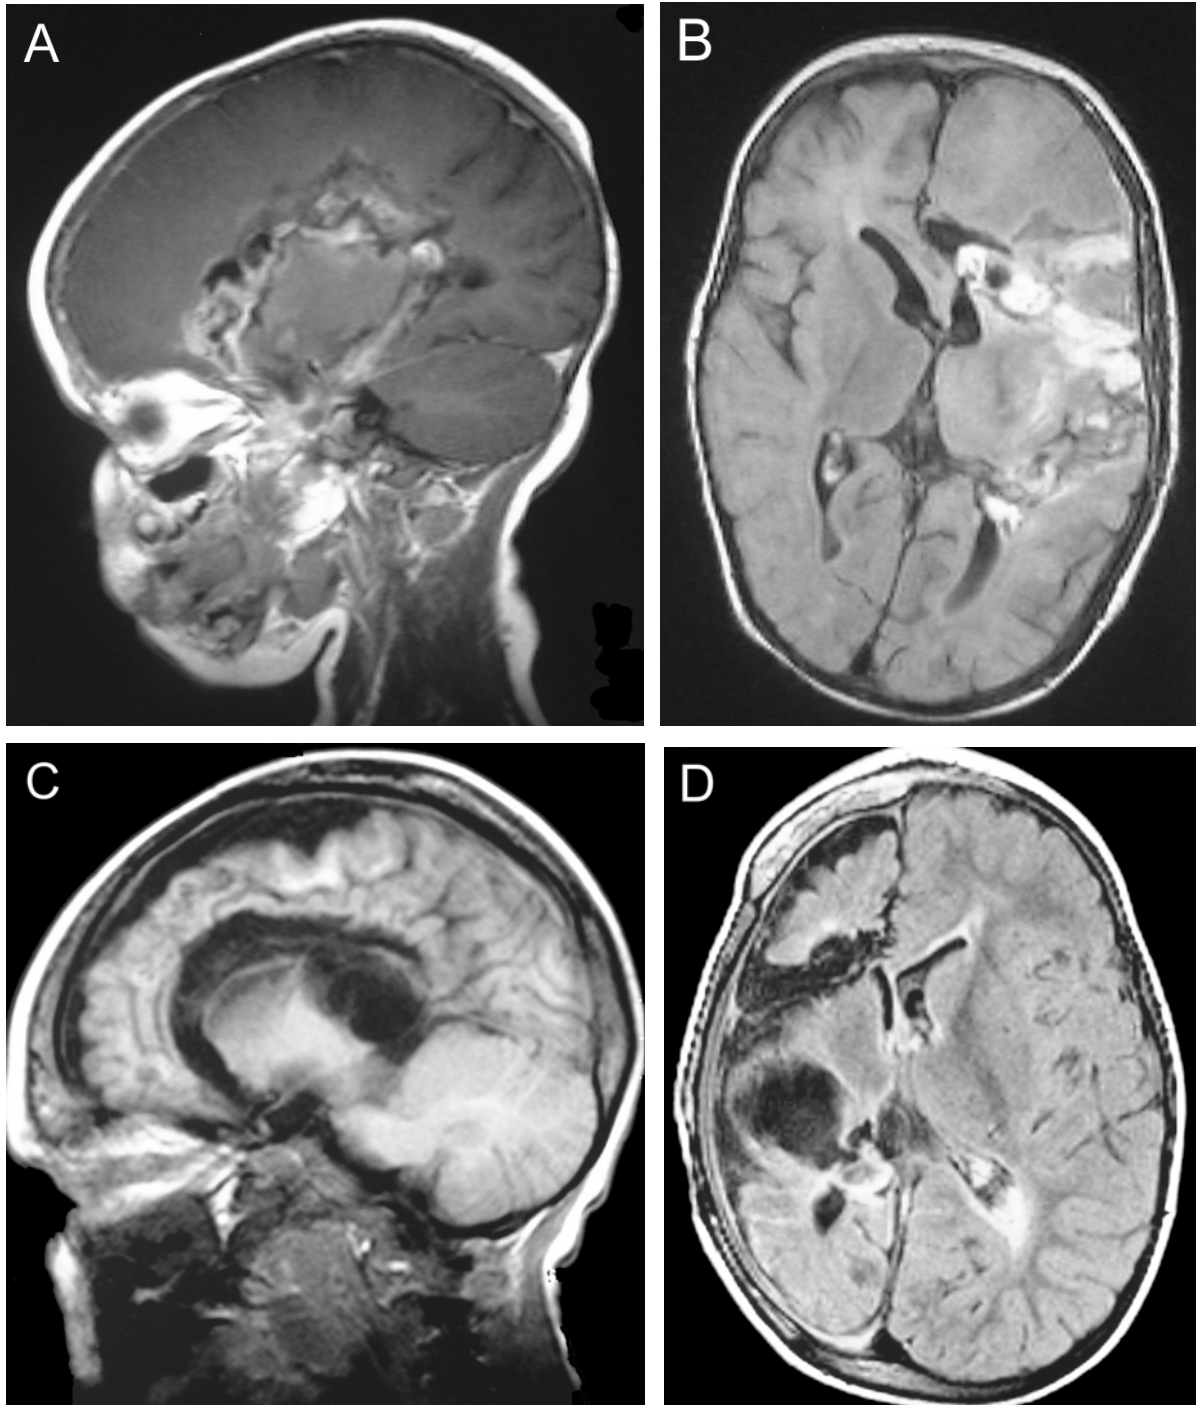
Postoperative MRT-Beispiele nach Hemisphärotomien. A Sagittale T1 und B axiale T1 früh MRT-Kontrolle bei Z. n. Hemisphärotomie bei Hemimegalencephalie links. C und D postoperative MRT-Kontrolle nach 6 Monaten bei Z.n. Hemisphärotomie bei Sturge-Weber-Syndrom rechts.
